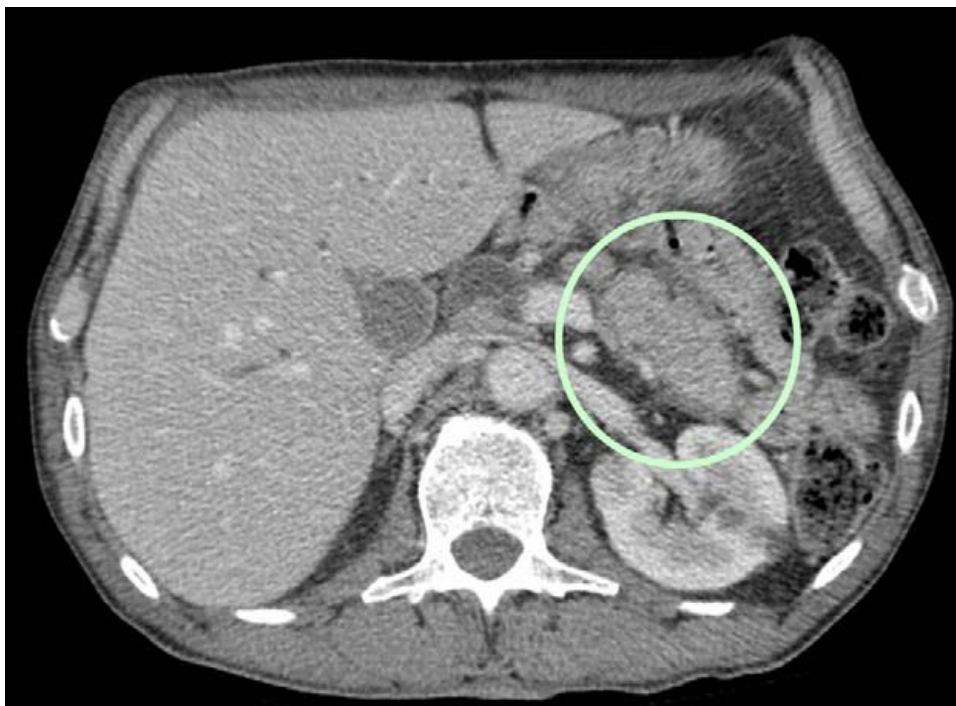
Classification Balthazar au TDM : Stade B : Infiltration de la glande pancréatique.
